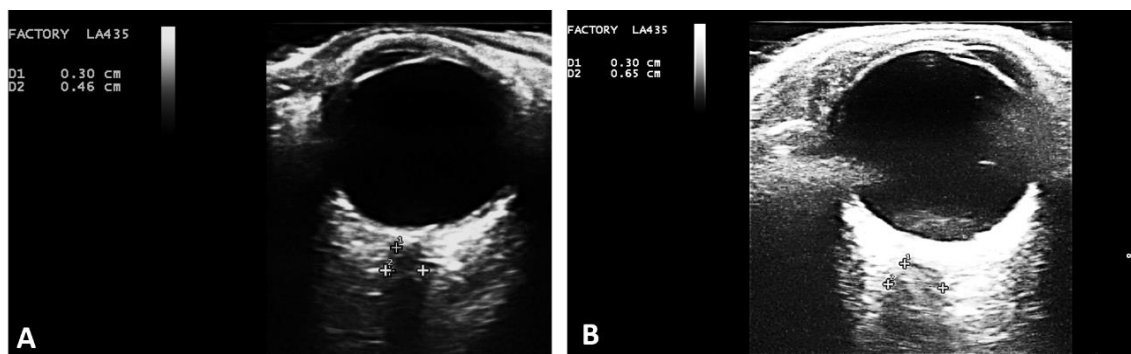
Imagens de ultrassonografia em modo-B da medida da bainha do nervo óptico: A) Medida normal (0,46 cm); B) Espessamento do nervo óptico em paciente com ecos vítreos, caracterizando uveíte (0,65 cm).
